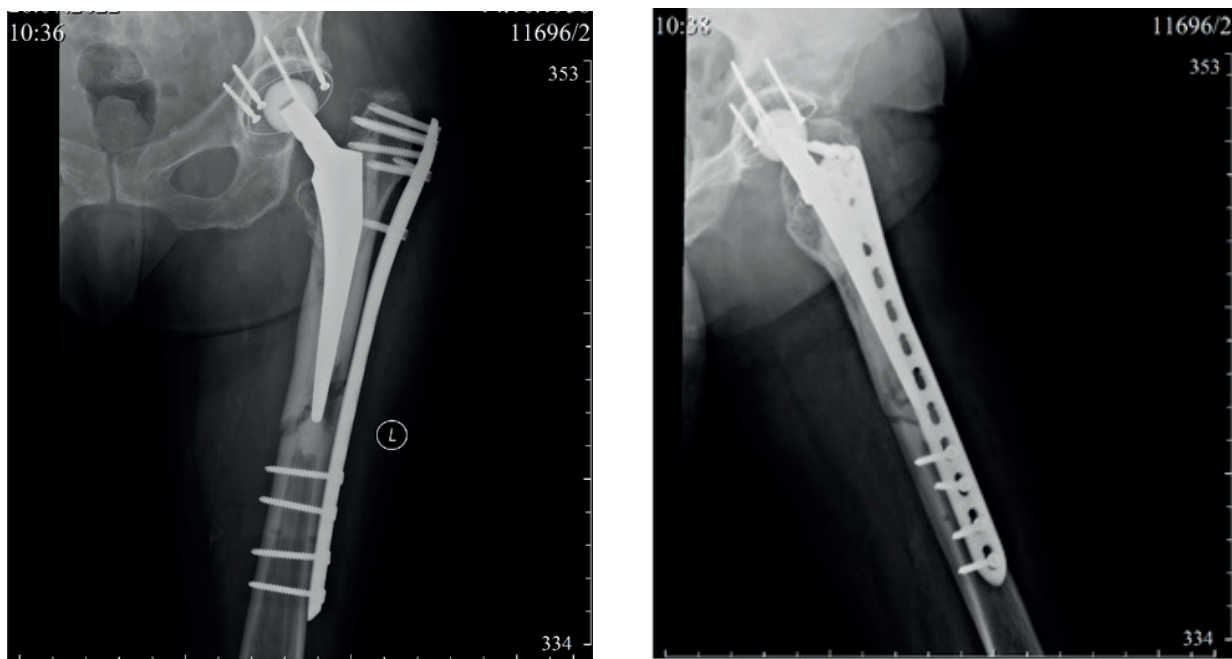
Рентгенография левого тазобедренного сустава пациентки Г. Положение титановой пластины после операции (прямая и боковая проекции)
